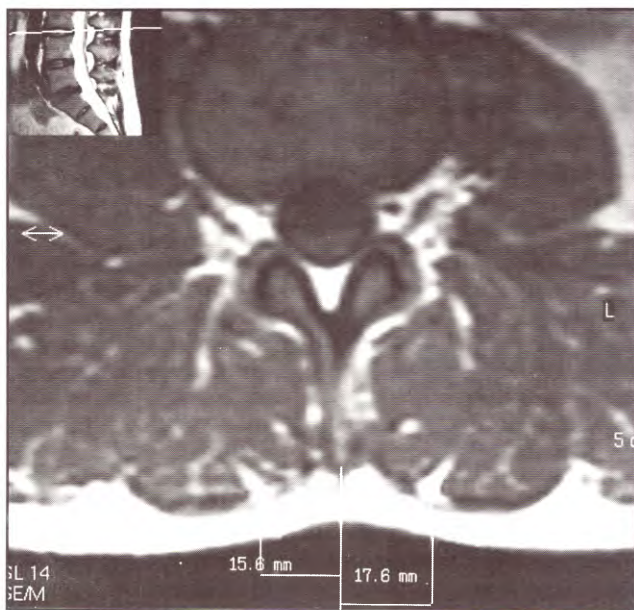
IRM axial ponderada en T1 que muestra la forma en que se realizaron las mediciones.
